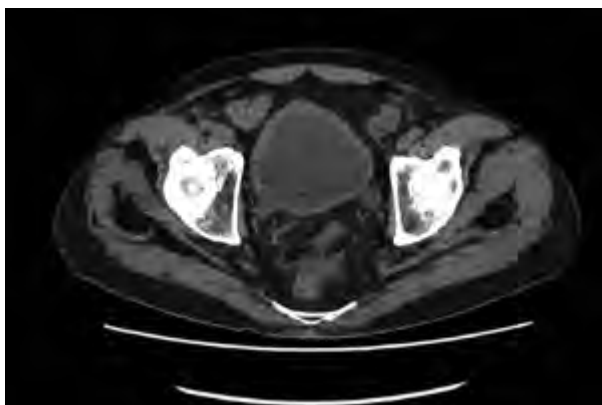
Tomografía computarizada (corte axial). Se observa engrosamiento vesical y desaparición de contenido aéreo
